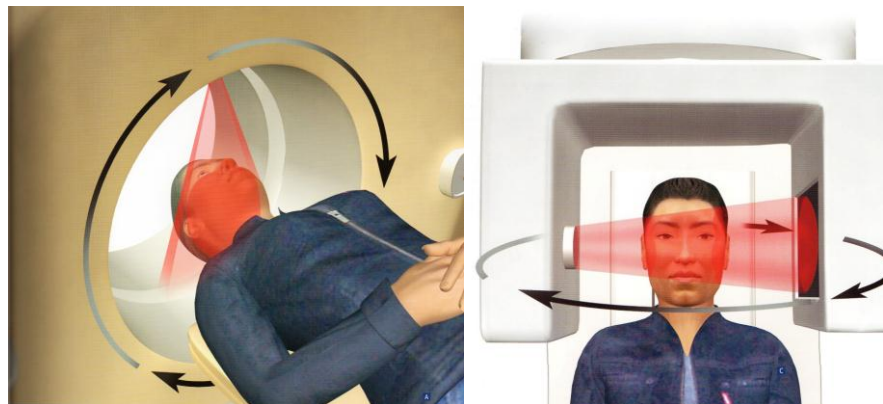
TC espiral, utiliza haz delgado de rayos X en forma de abanico y TCCB usa un haz de rayos X en forma de cono.⁶ⁱ
